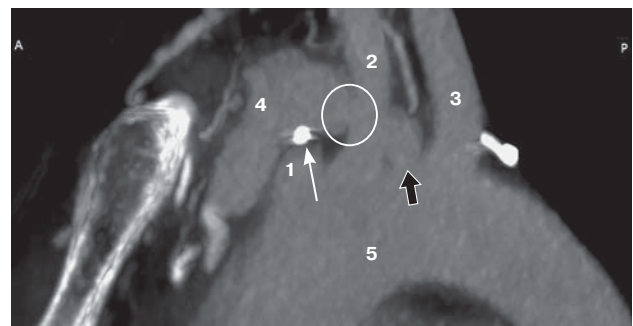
КТ-ангиограмма перед вмешательством. 1 – брахиоцефальный ствол; 2 – левая ОСА; 3 – левая подключичная артерия; 4 – левая плечеголовная вена; 5 – дуга аорты; тонкая стрелка – металлический осколок в средостении; черная стрелка – псевдоаневризма дуги аорты; круг – зона артериовенозного сброса между левой ОСА и плечеголовной веной.
